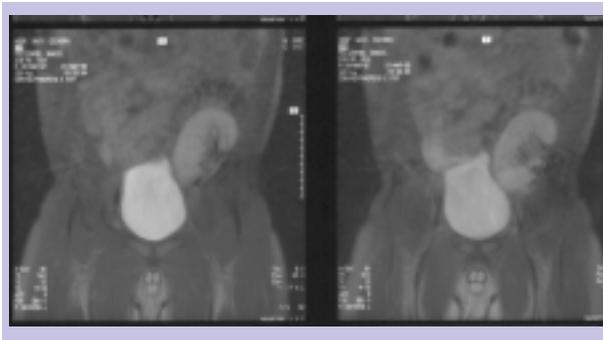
RM dos órgãos transplantados não mostra alterações morfológicas dos órgãos transplantados, revela vascularização mantida e de boa qualidade nos mesmos órgãos
